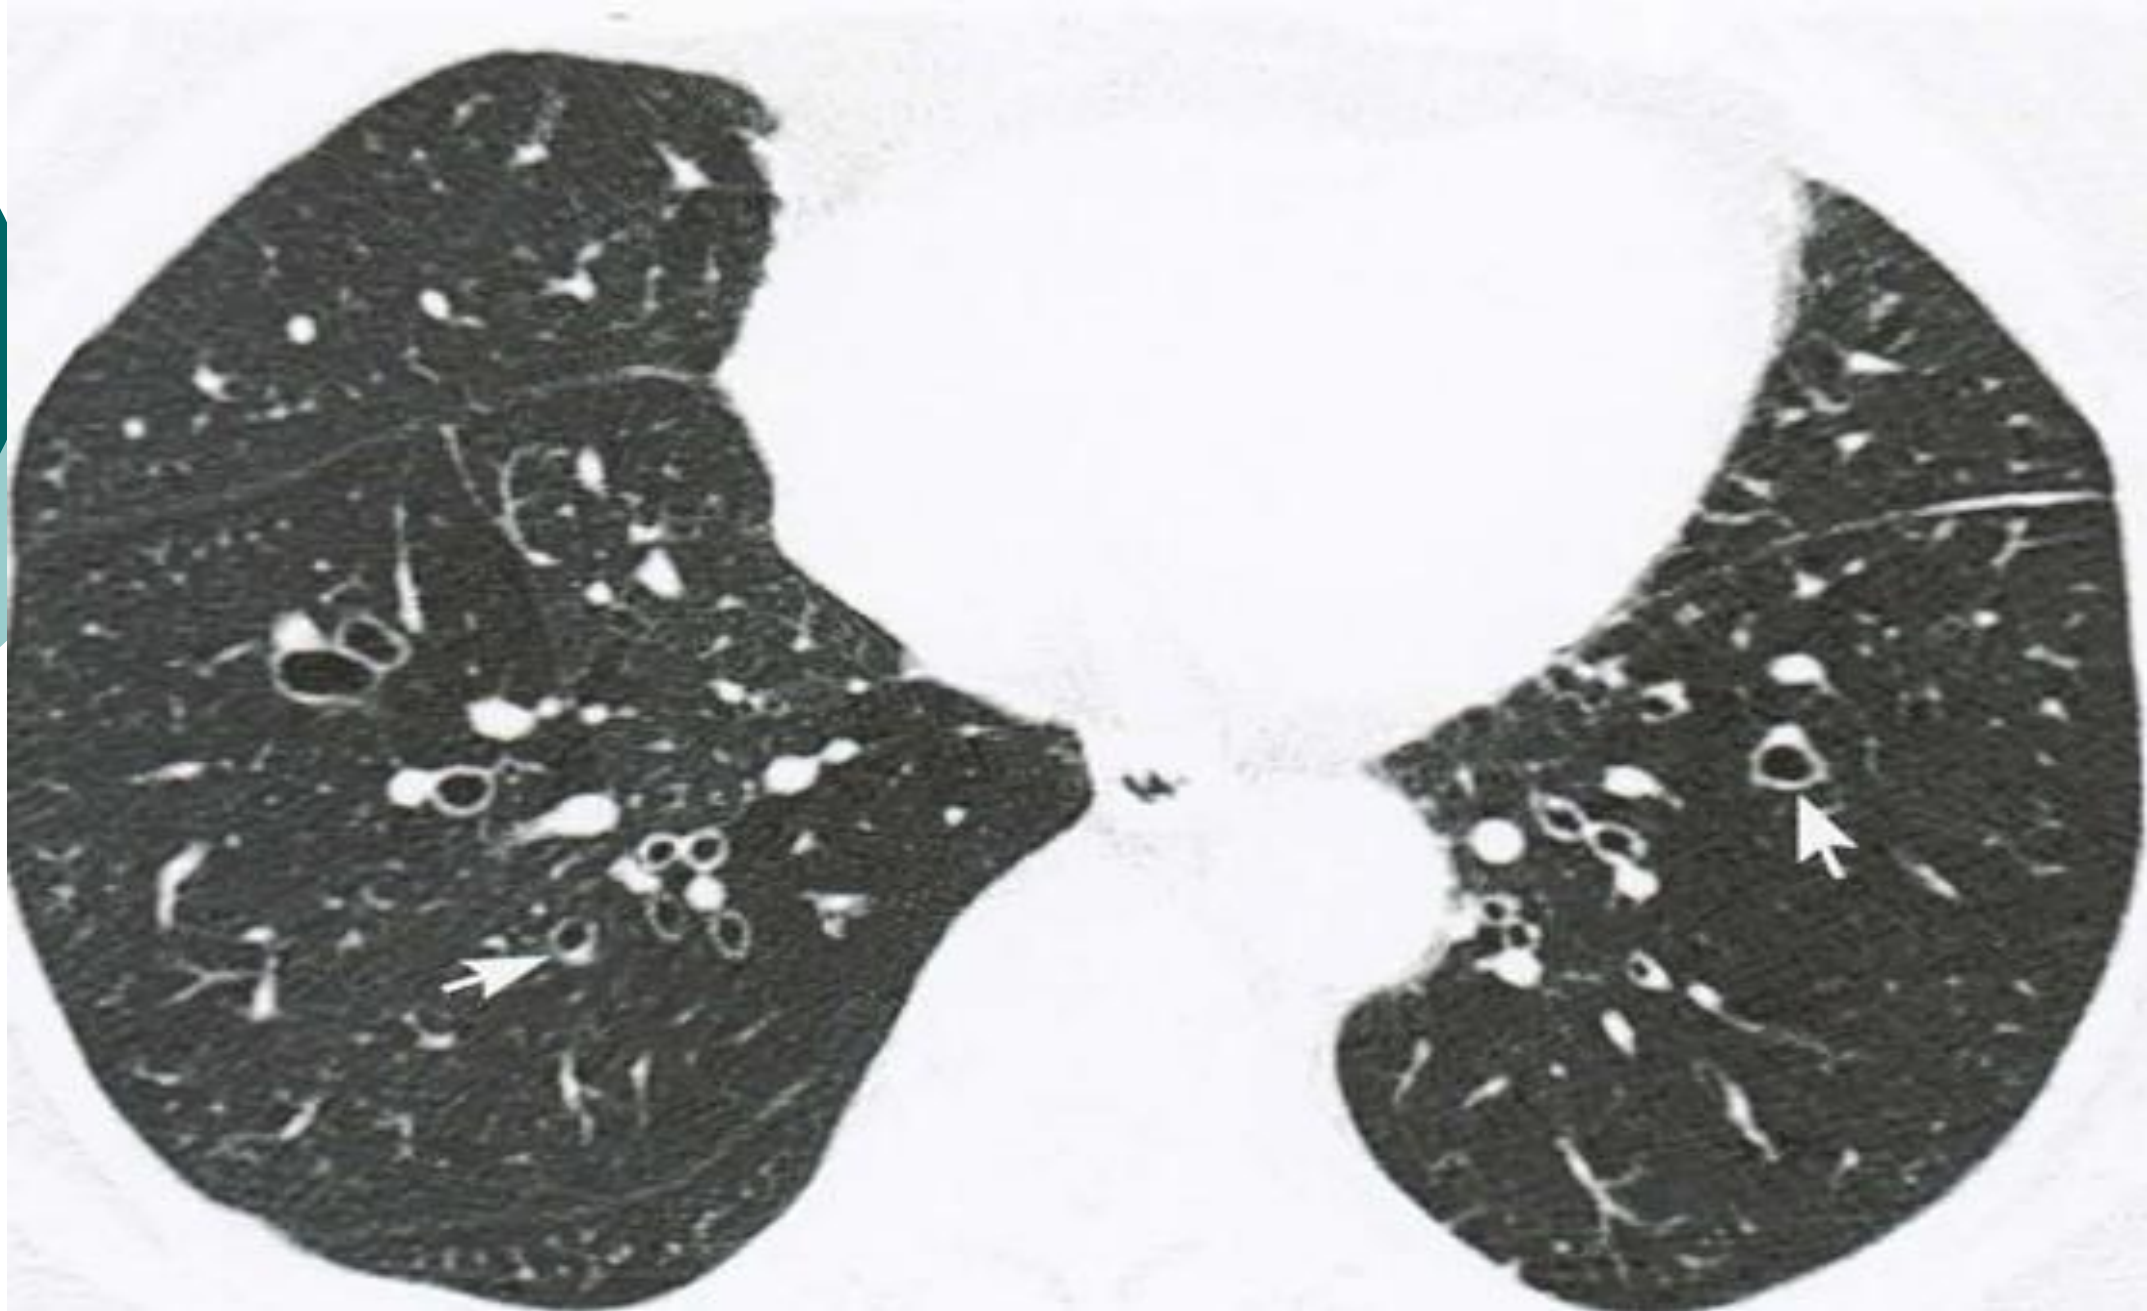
Bronquiectasia. TC demonstra brônquios com diâmetro interno maior que o diâmetro das artérias pulmonares adjacentes (anel de sinete) (setas).
